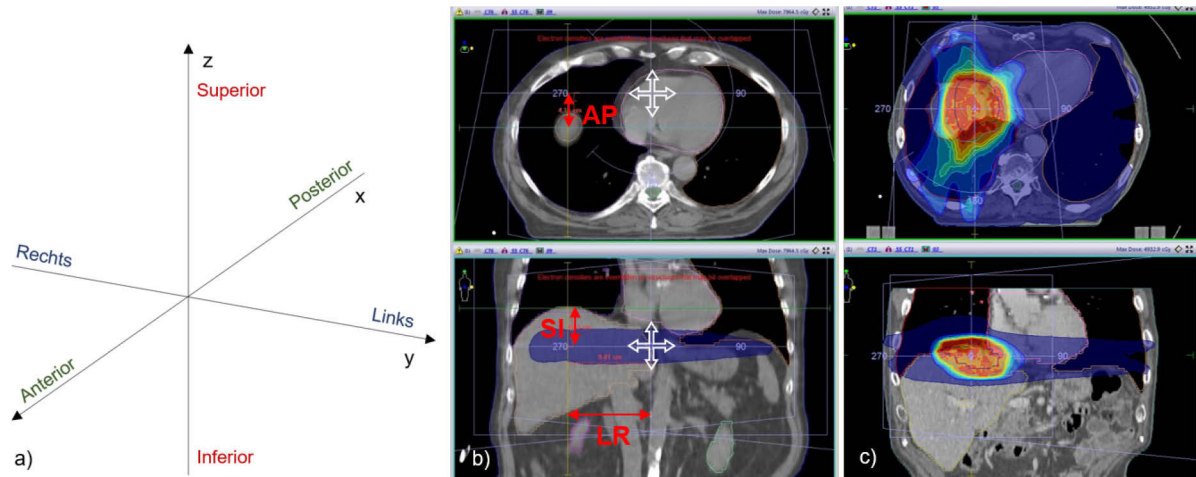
a) Koordinatensystem des Linearbeschleunigers mit den Richtungen im Patienten. b) Positionsbestimmung der Diaphragmakuppe in rot mit den Koordinaten $(x_{POI}, y_{POI}, z_{POI})$ relativ zum Isozentrum (weiße Pfeile) im Planungs-CT des Patienten, hier beispielhaft in zwei von normalerweise drei in Monaco dargestellten Ebenen. Die blauviolette Fläche gehört zur Dosisverteilung im PTV. c) Dosisverteilung im PTV im Planungs-CT in zwei Ebenen.
